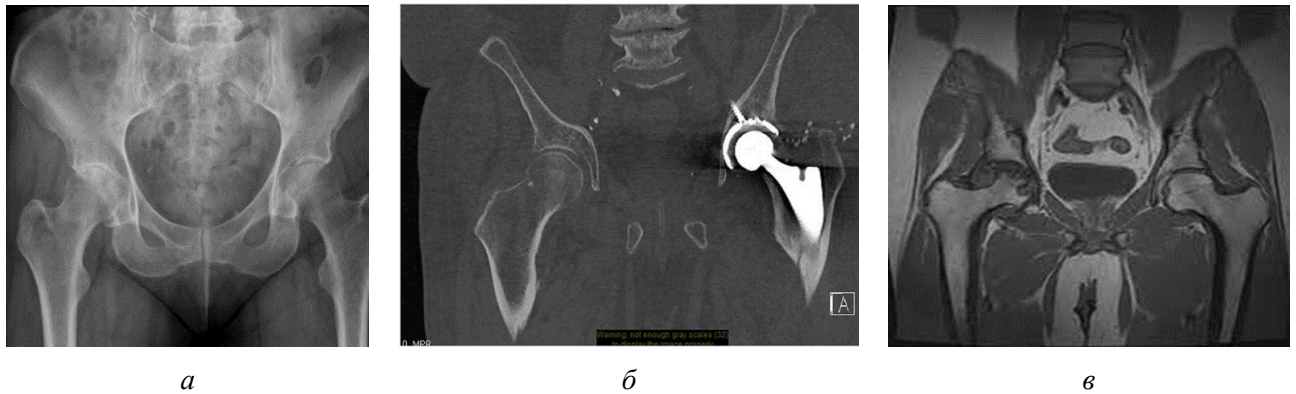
Результати діагностичної візуалізації: рентген (а); КТ (б); МРТ(в)
